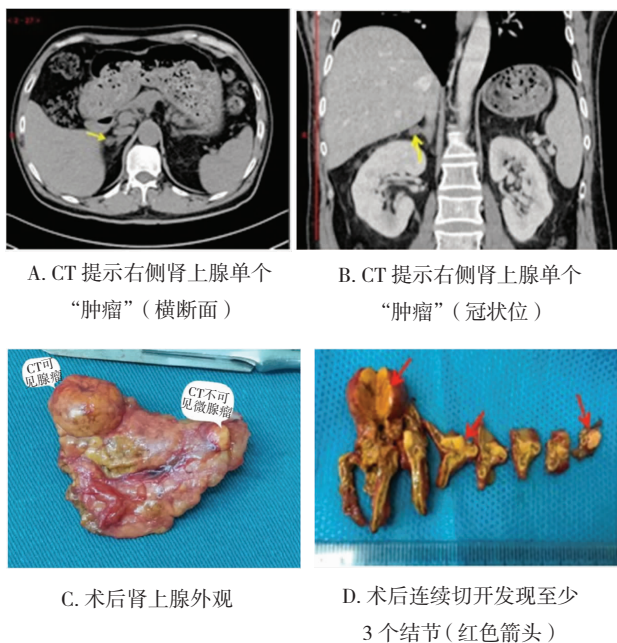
1 例右侧病变原醛症患者的术前肾上腺 CT 和术后组织结果
